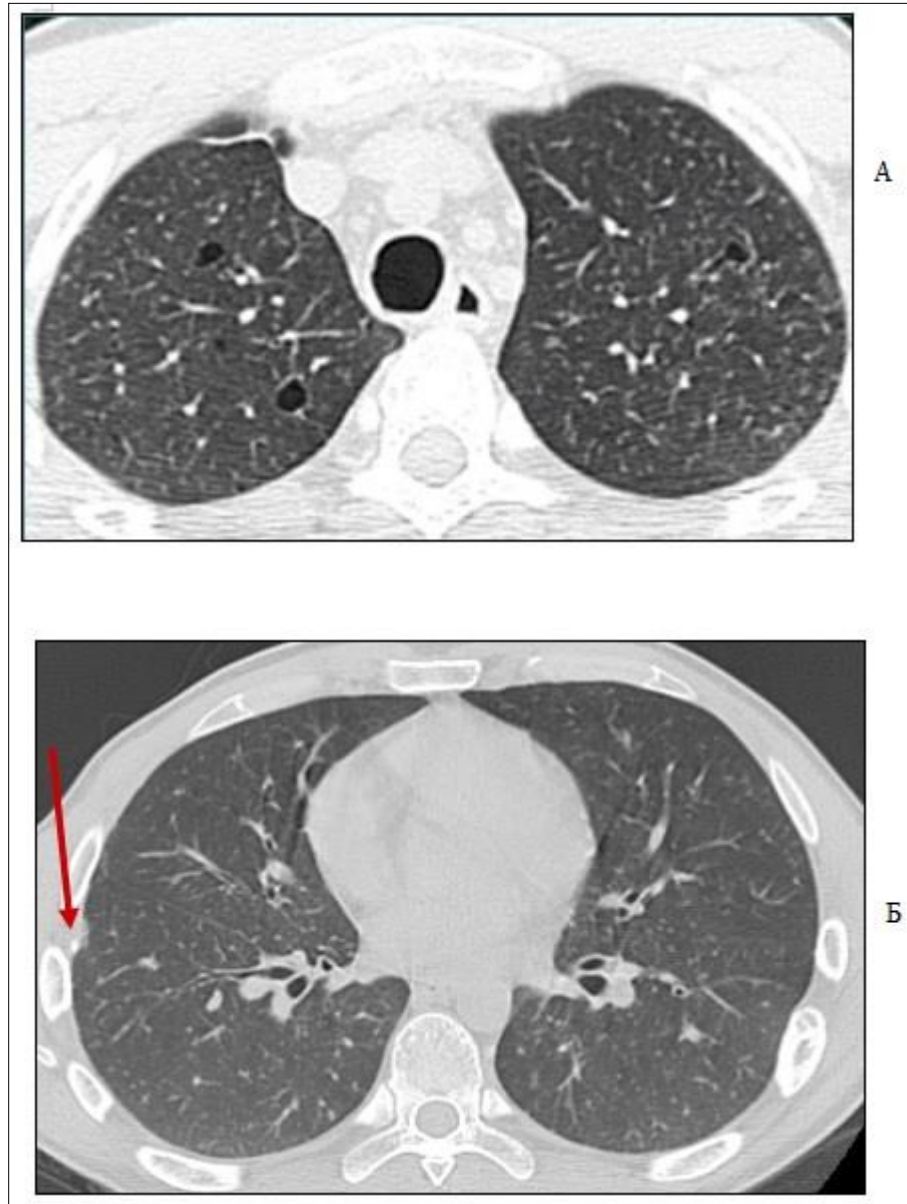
Компьютерные томограммы больного Т., 14 лет. Ранние проявления гистиоцитоза. Выявляются хаотично расположенные очаги и единичные небольшие тонкостенные воздухосодержащие полости (а). На срезе ниже бифуркации трахеи изменений не выявляется (б), стрелкой указано место биопсии
